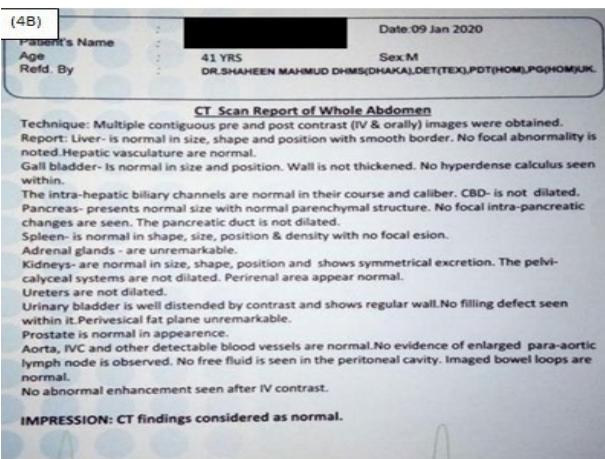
4A) CT ช่องท้องลงวันที่ 1/9/2020; 4B) ผลการตรวจ: CT scan ปกติ
